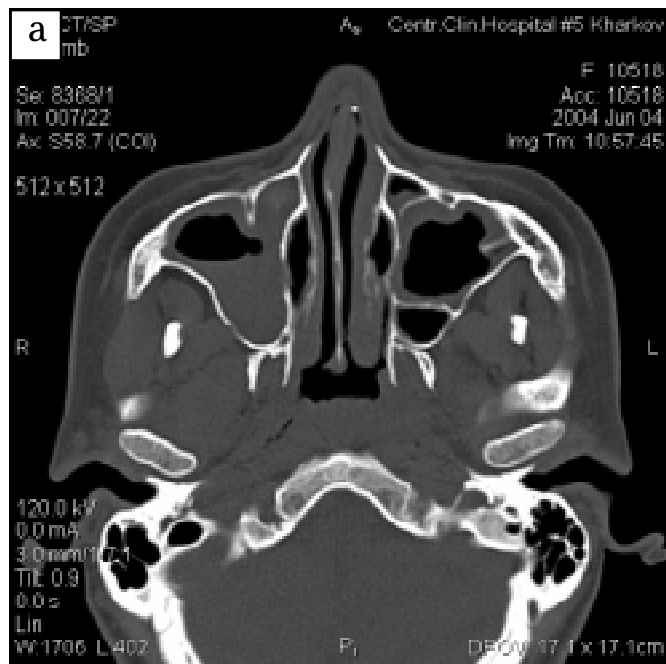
Комп'ютерні томограми порожнини носа й ННП в аксальній проекції пацієнтки Ж., 28 років: а — дослідження проведено в період клінічних проявів верхньощелепного синуситу; б — повторно через 4 місяці
